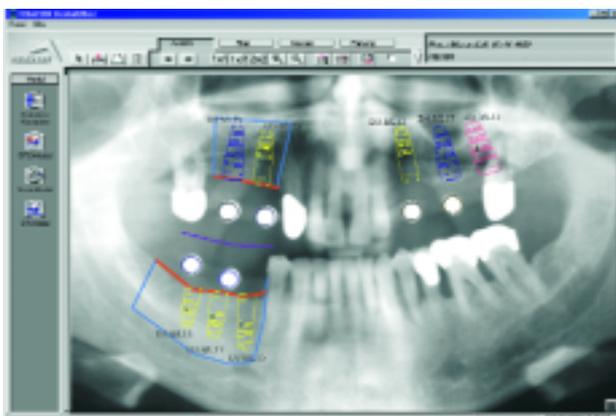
Die Bildschirmansicht der FRIACOM® DentalOffice® Software zeigt beispielhaft die Implantatplanung auf einem Orthopantomogramm.
